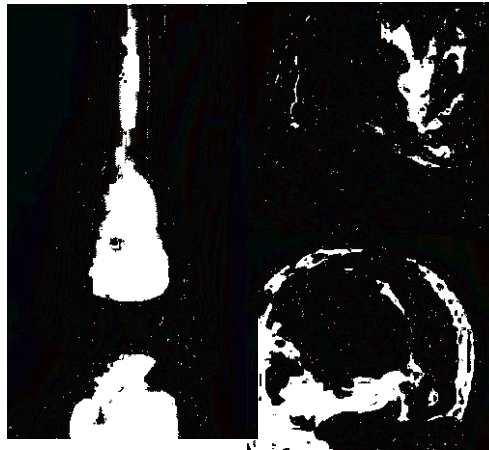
a) Radiographie de face d'un ostéosarcome du tibia distal montrant les réactions périostées en "feu d'herbe". b) IRM de cette tumeur montrant l'extension extra osseuse
